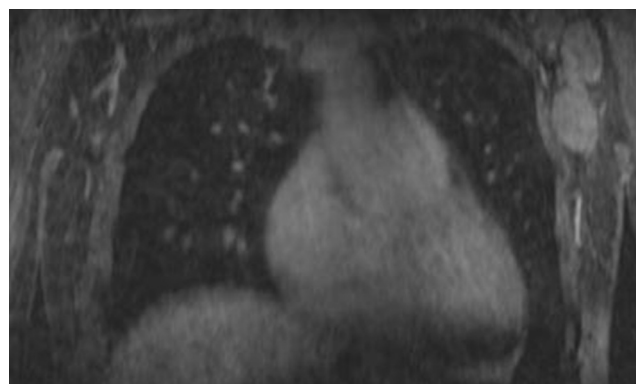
Resonancia magnética, plano coronal. Secuencia T1FL3D con contraste intravenoso. Dos adenopatías en axila izquierda de aspecto patológico.
